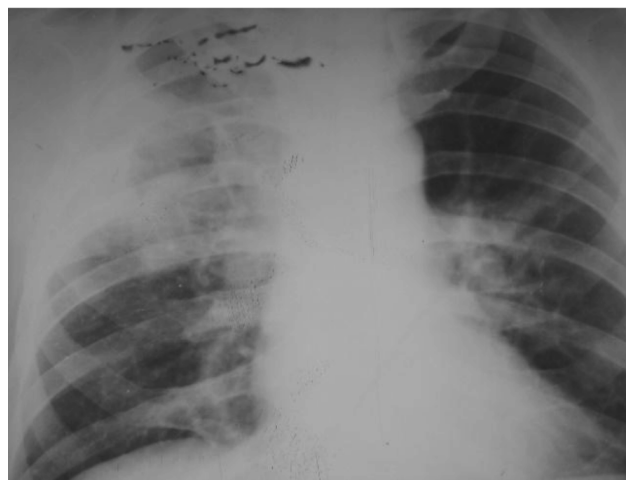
Рентгенограмма грудной клетки пациента Д. после улучшения бронхиального дренажа пункционным методом. Полость абсцесса пустая, воспаление рассасывается
